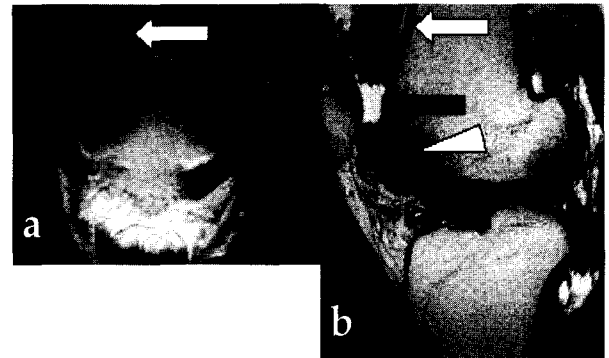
Coronal(a) and sagittal(b) T2 weighted MR images reveal joint effusion(black arrow) and proliferative frond-like synovial tissues with low intensity signal in suprapatellar recess(white arrows), infrapatellar area (arrow head) and posterior aspects of knee.
